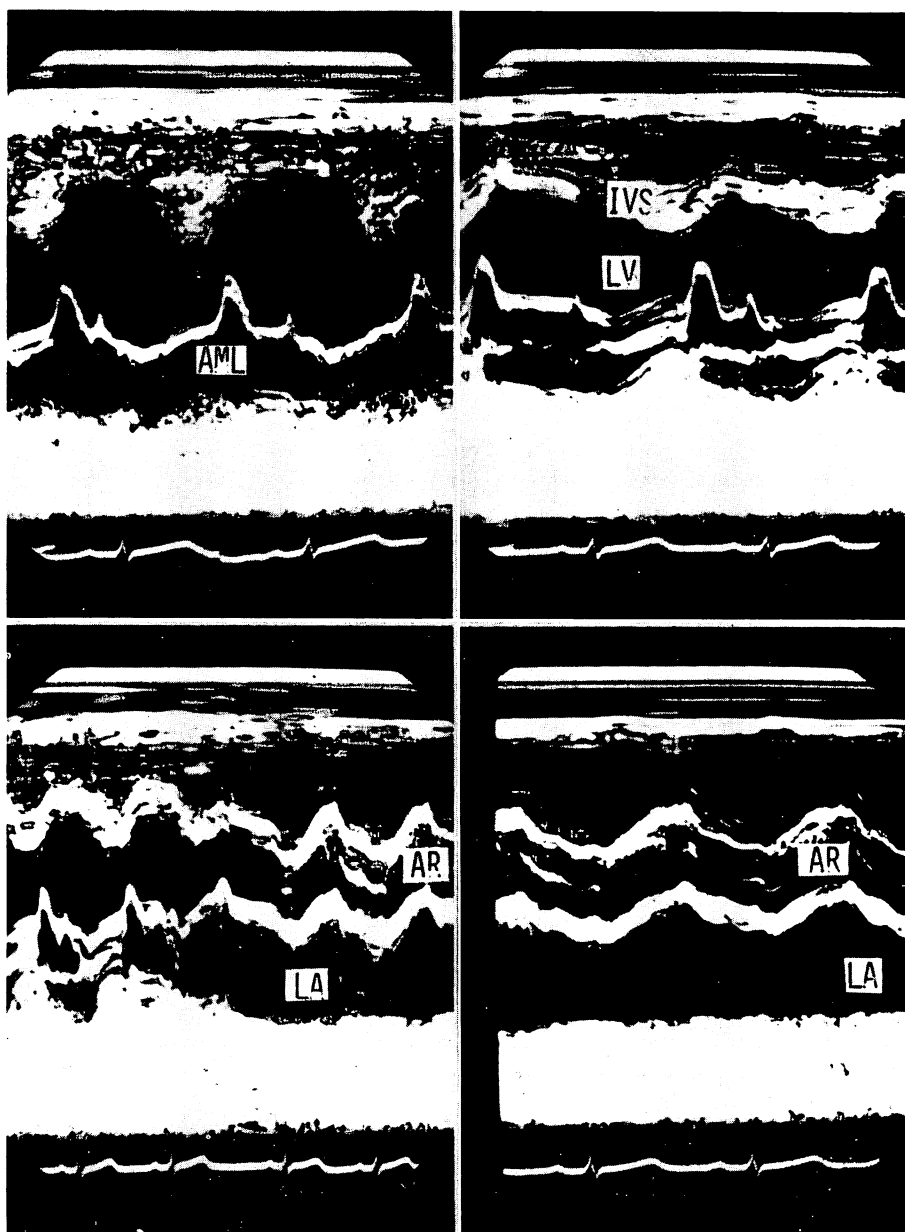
Echocardiograms in Case 5.
